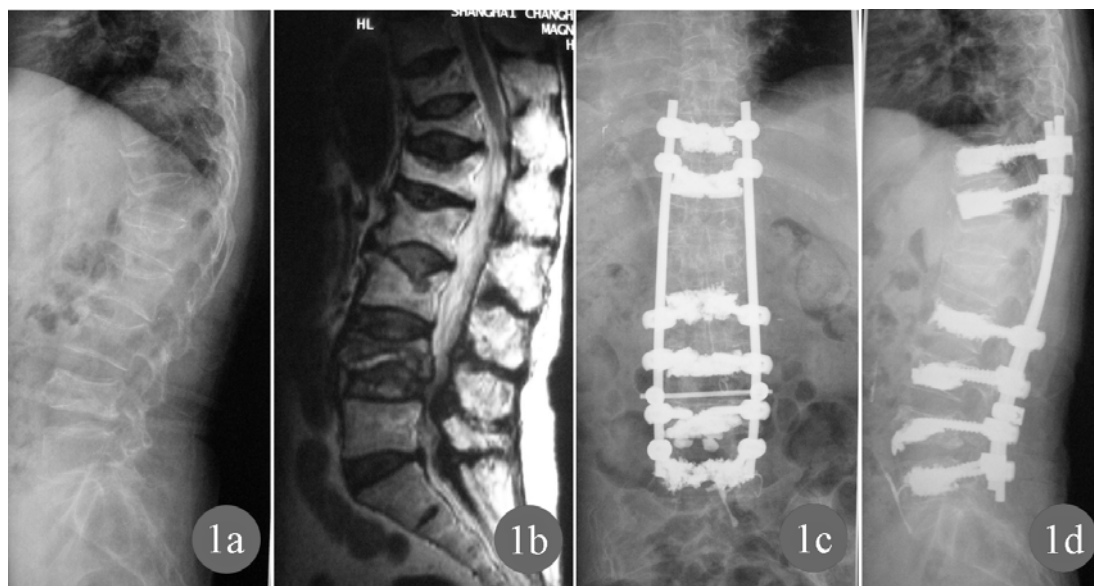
女,65 岁 a,b 术前 X 线片及 MRI 提示多节段椎体压缩性骨折,脊柱后凸畸形,腰椎管狭窄 c,d 行后路腰椎体强化内固定、后凸矫形术线,术后 1 年复查 X 线片椎弓根钉未见松动及脱出,螺钉周围无透亮线,后凸畸形维持良好
